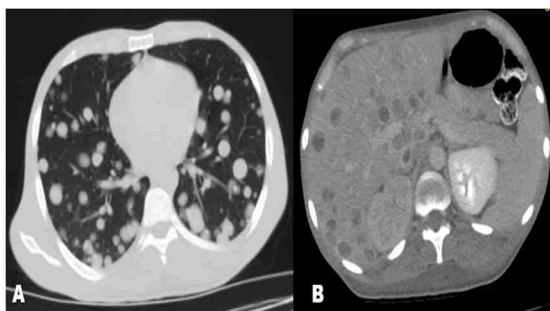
Tomografía axial computarizada: observe las múltiples lesiones redondeadas en forma de bola de cañón en parénquima pulmonar (A), en B observe las lesiones hipodensas redondeadas en parénquima hepático.
